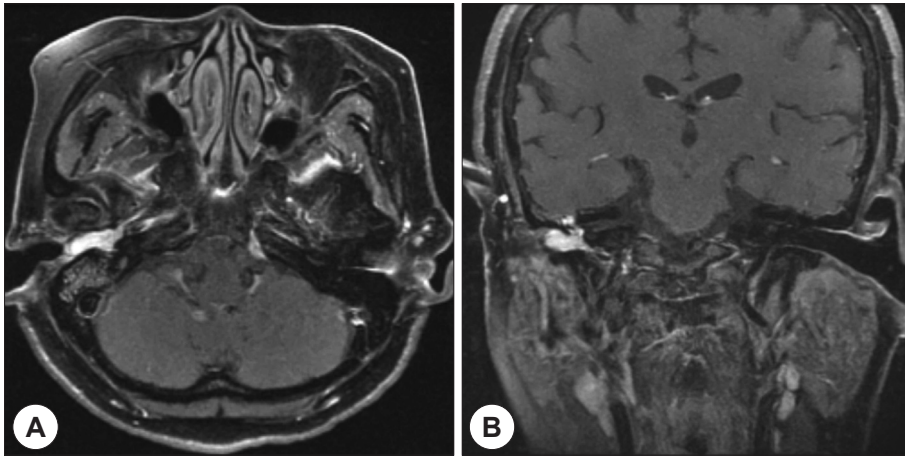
Preoperative temporal bone MRI. A : Axial view of Gadolinium enhanced T1 weighted image shows high signal intensity in the right external auditory canal and middle ear cavity. B : Coronal view of Gadolinium enhanced T1 weighted image shows same finding without intracranial invasion.
